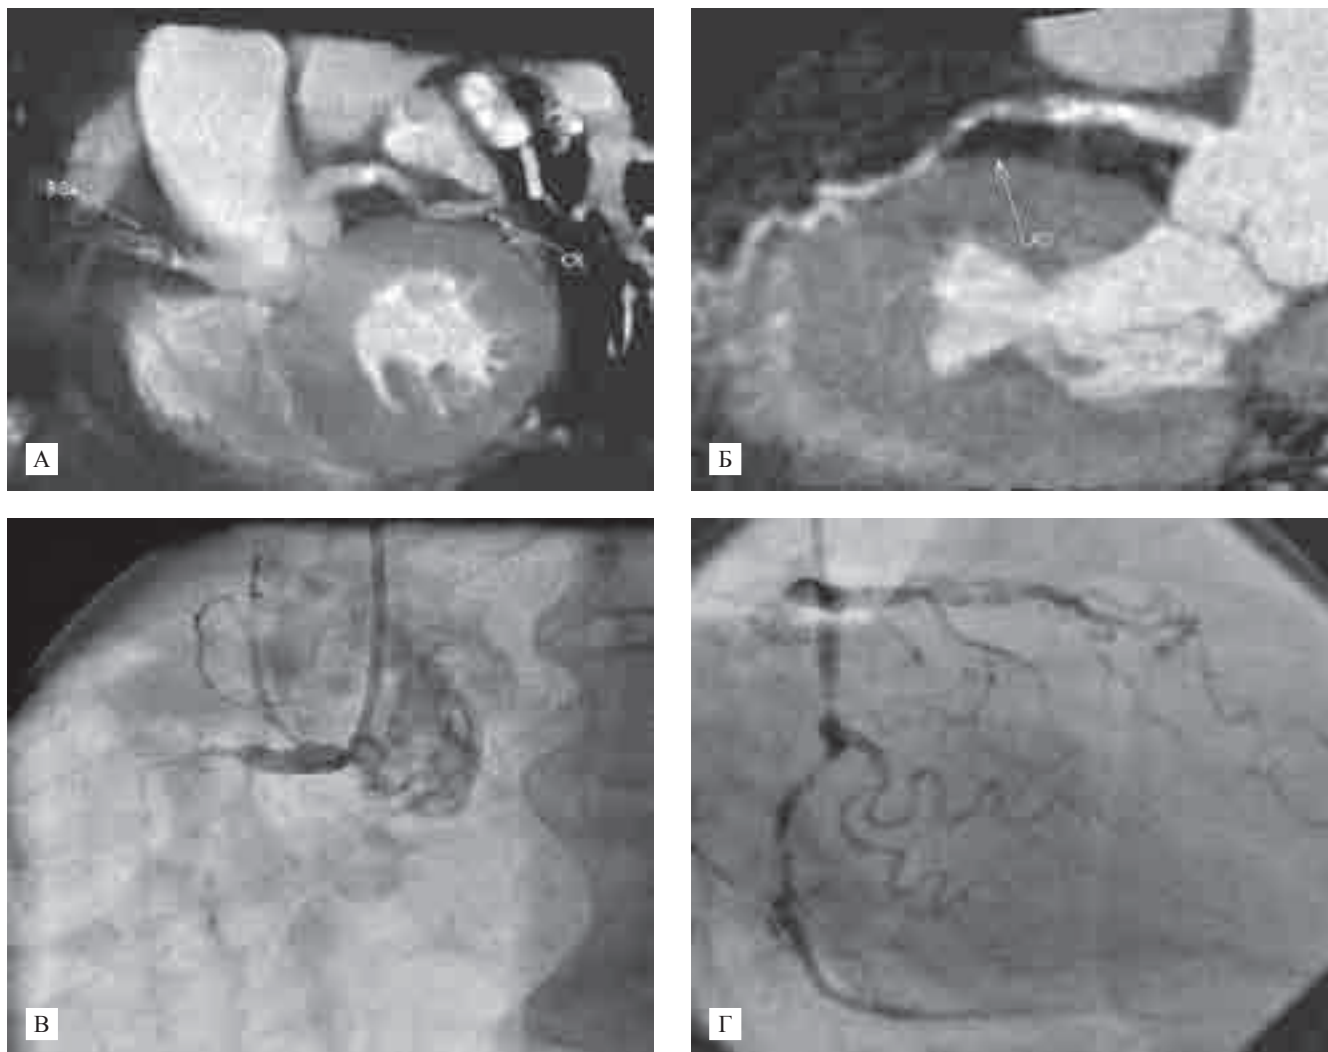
МСКТ и КГ больной К. 63 лет. Множественное окклюзирующее поражение коронарных артерий по данным МСКТ (А, Б) и селективной коронарографии (В, Г)
